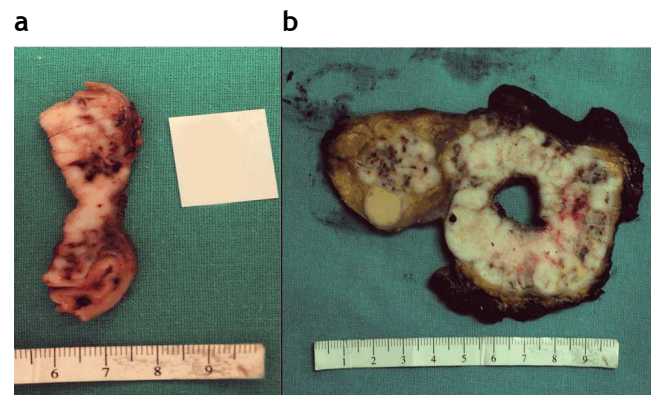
(a) Corte axial de la pieza macroscópica obtenida en la gastrectomía total: se constata la presencia de una lesión sólida dependiente de la pared gástrica. (b) Corte coronal de la pieza macroscópica obtenida en la resección intestinal: se observa una gran masa y, adyacente a esta, la lesión acompañante (también evidente en la tomografía).
